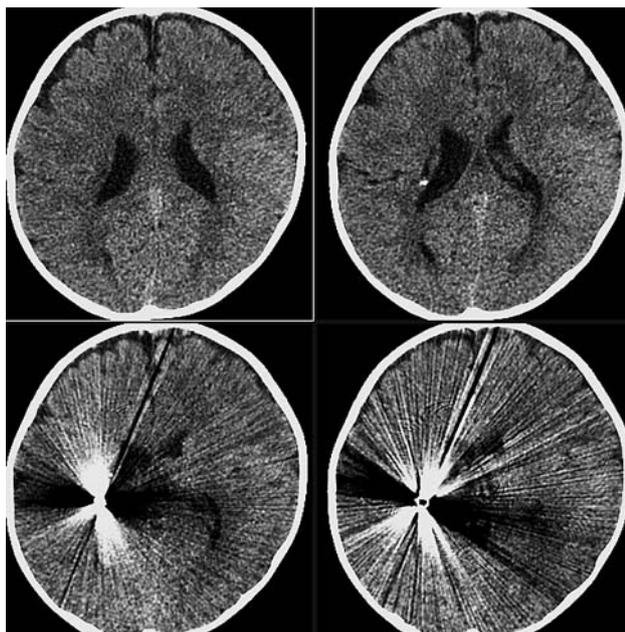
МСКТ через 3 недели после ранения, серия аксиальных срезов. Расположение внутримозгового «сердечника» пули не изменилось, раневой канал «организовался». Геморрагических и инфекционно-воспалительных осложнений ранения не просматривается
